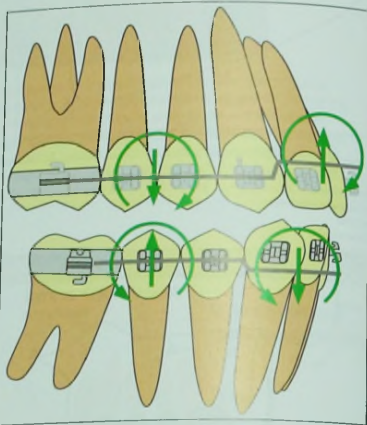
Ступенчатые изгибы на верхнем и нижнем зубных рядах. Силы и моменты, действующие на зубы при использовании дуг со ступенчатыми изгибами, вызывают интрузию фронтальных зубов и экстрюзию боковых зубов, а также ротацию окклюзионных плоскостей верхних и нижних зубных рядов по направлению друг к другу.
